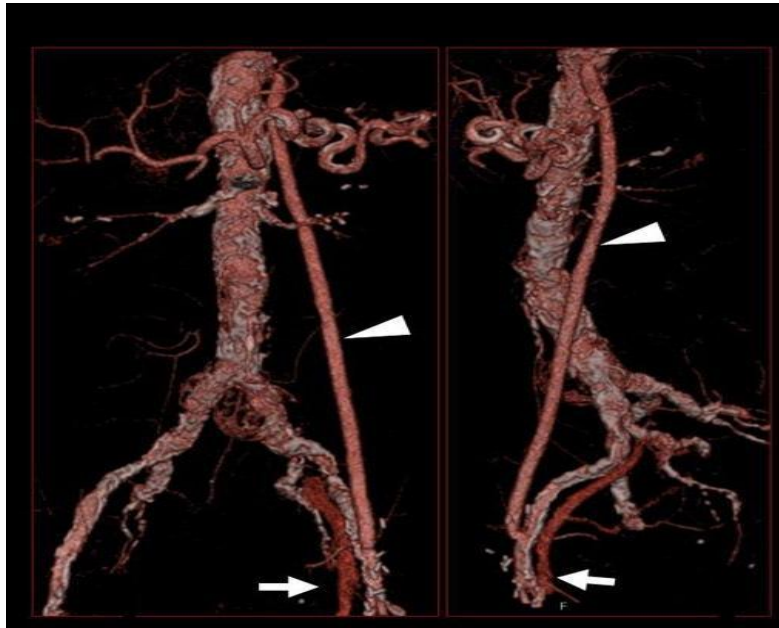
Imagen por Angio TAC de by-pass aorto-femoral izquierdo
